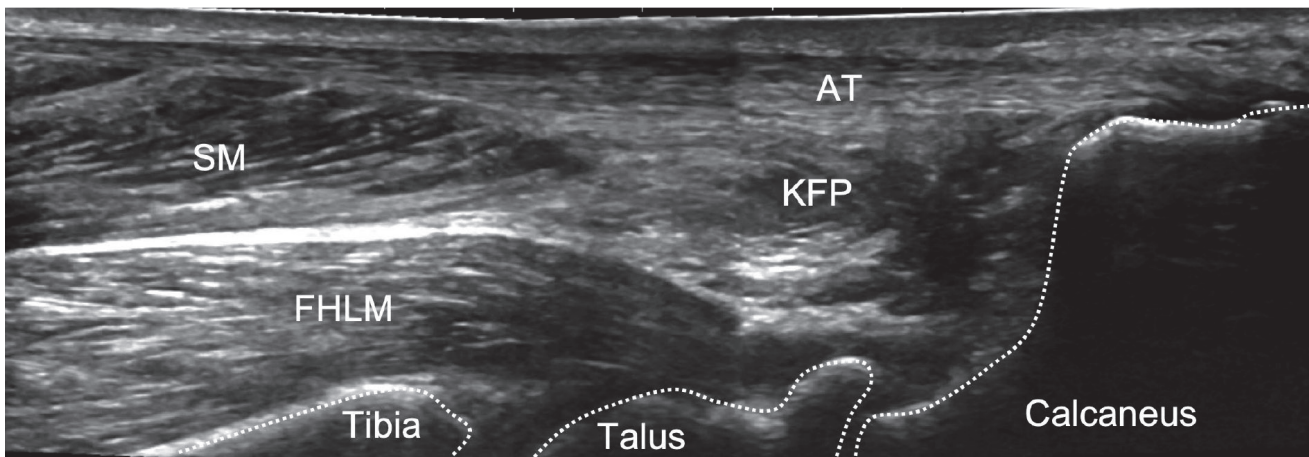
Posteriorer Longitudinalschnitt, OSG und USG von posterior in einer Panoramaaufnahme.
